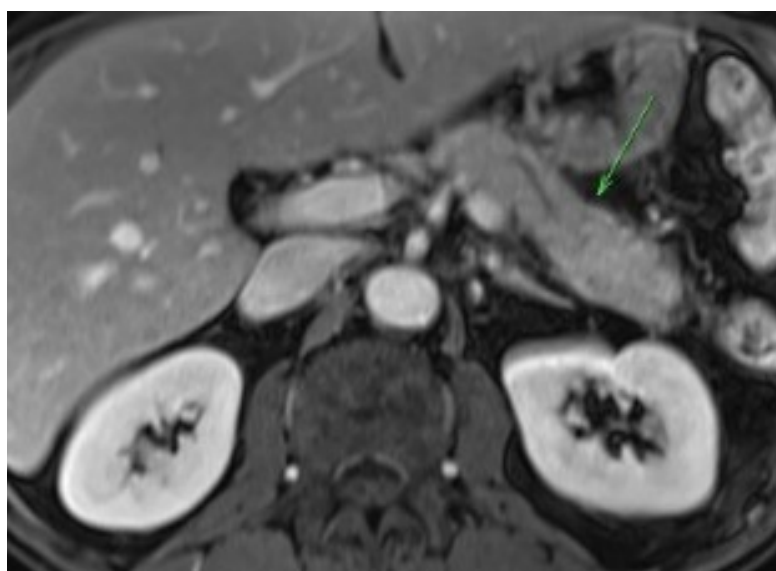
IRM abdominale en coupe axiale pondérée en T1 avec saturation de graisse montrant l'aspect normal du parenchyme pancréatique qui est en hypersignal homogène [16].
